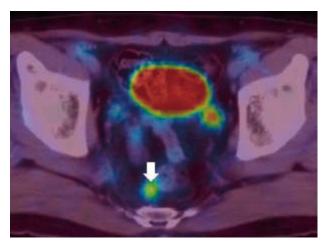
FDG-PET 検査 直腸腸間膜内に SUVmax 3.9の有意な集積を認めた.
